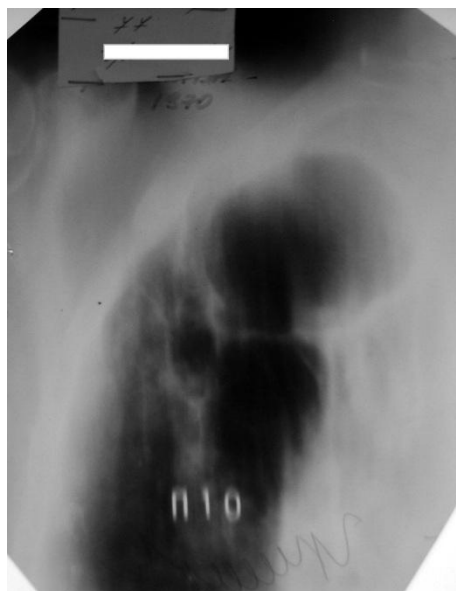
Томограмма больного Г. при поступлении. В правом легком множественные полости распада, наибольшая из них в верхней доле до 9,0 см в диаметре.
